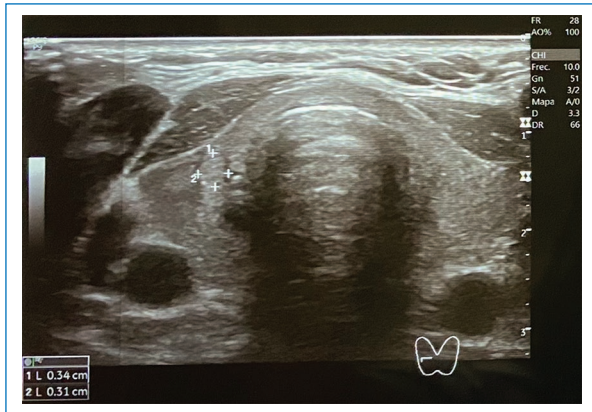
Estudio ultrasonográfico de cuello. Nódulo en lóbulo izquierdo de 4 x 2 x 3 mm, sólido, hipoeico, más ancho que alto, márgenes mal definidos.
